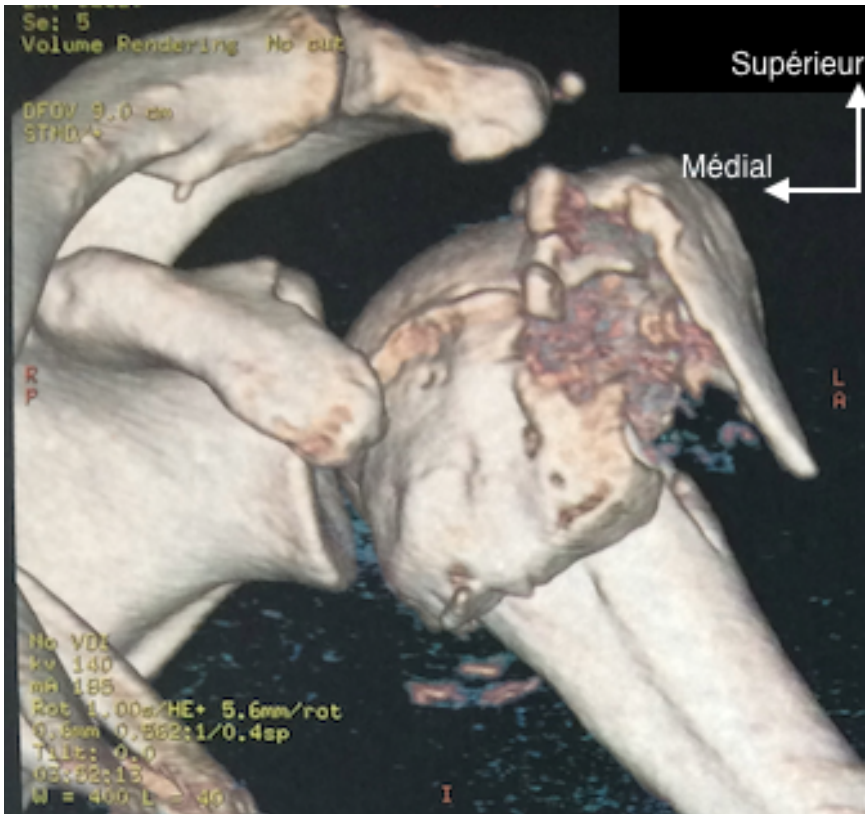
Reconstitutions 3D du TDM, de face chez la même patiente que sur le cliché précédent
